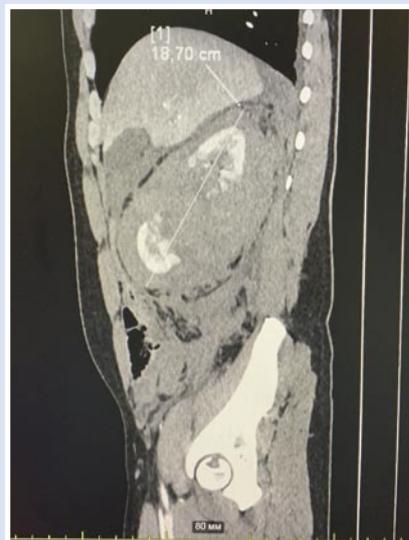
КТ. Сагиттальный срез. Паранефральная гематома справа.
